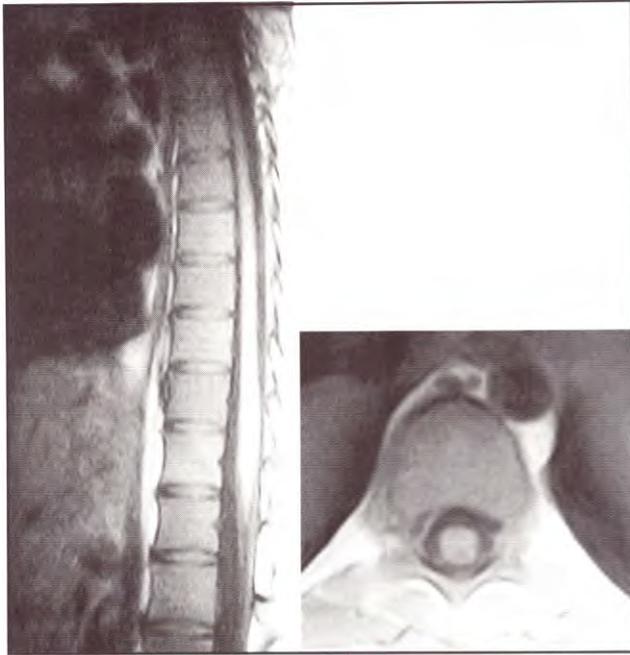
IRM ponderada en T1 que muestra una imagen hipointensa posterior a la médula dorsal
